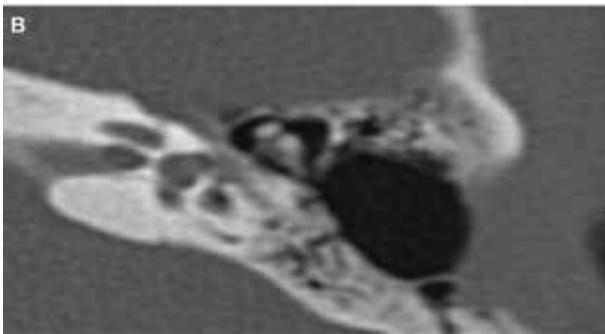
B. Tomografía computada postquirúrgica, se evidencia huella quirúrgica mastoidea, cadena osicular íntegra, oído medio ventilado.
